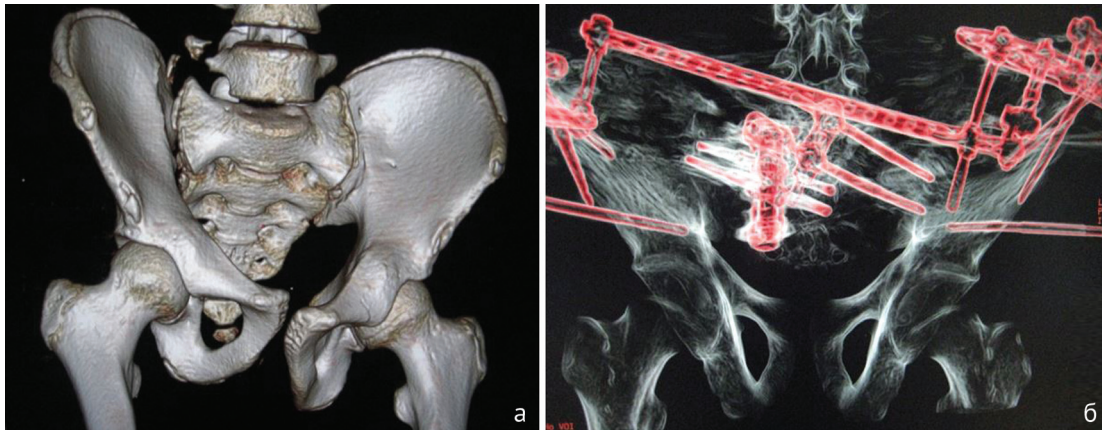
КТ таза с 3D-реконструкцией: а — разрыв лонного и правого крестцово-подвздошного сочленения, перелом лонной и седалищной костей слева, перелом правого поперечного отростка L5 со смещением фрагментов; б — состояние после окончательного остеосинтеза стержневым АВФ с двумя модулями
